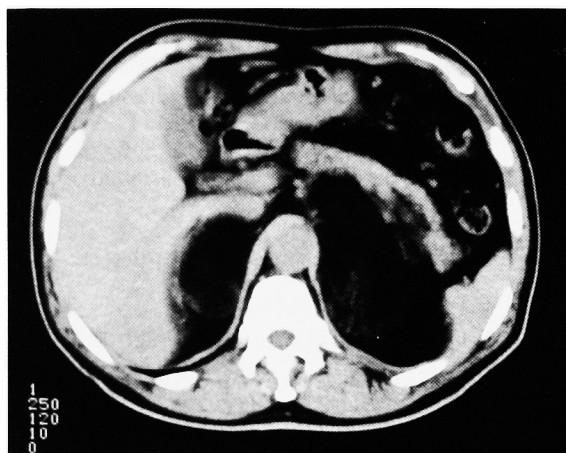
The masses gradually grew, and the right mass compressed the inferior vena cava in the most recent CT in May 1997.
